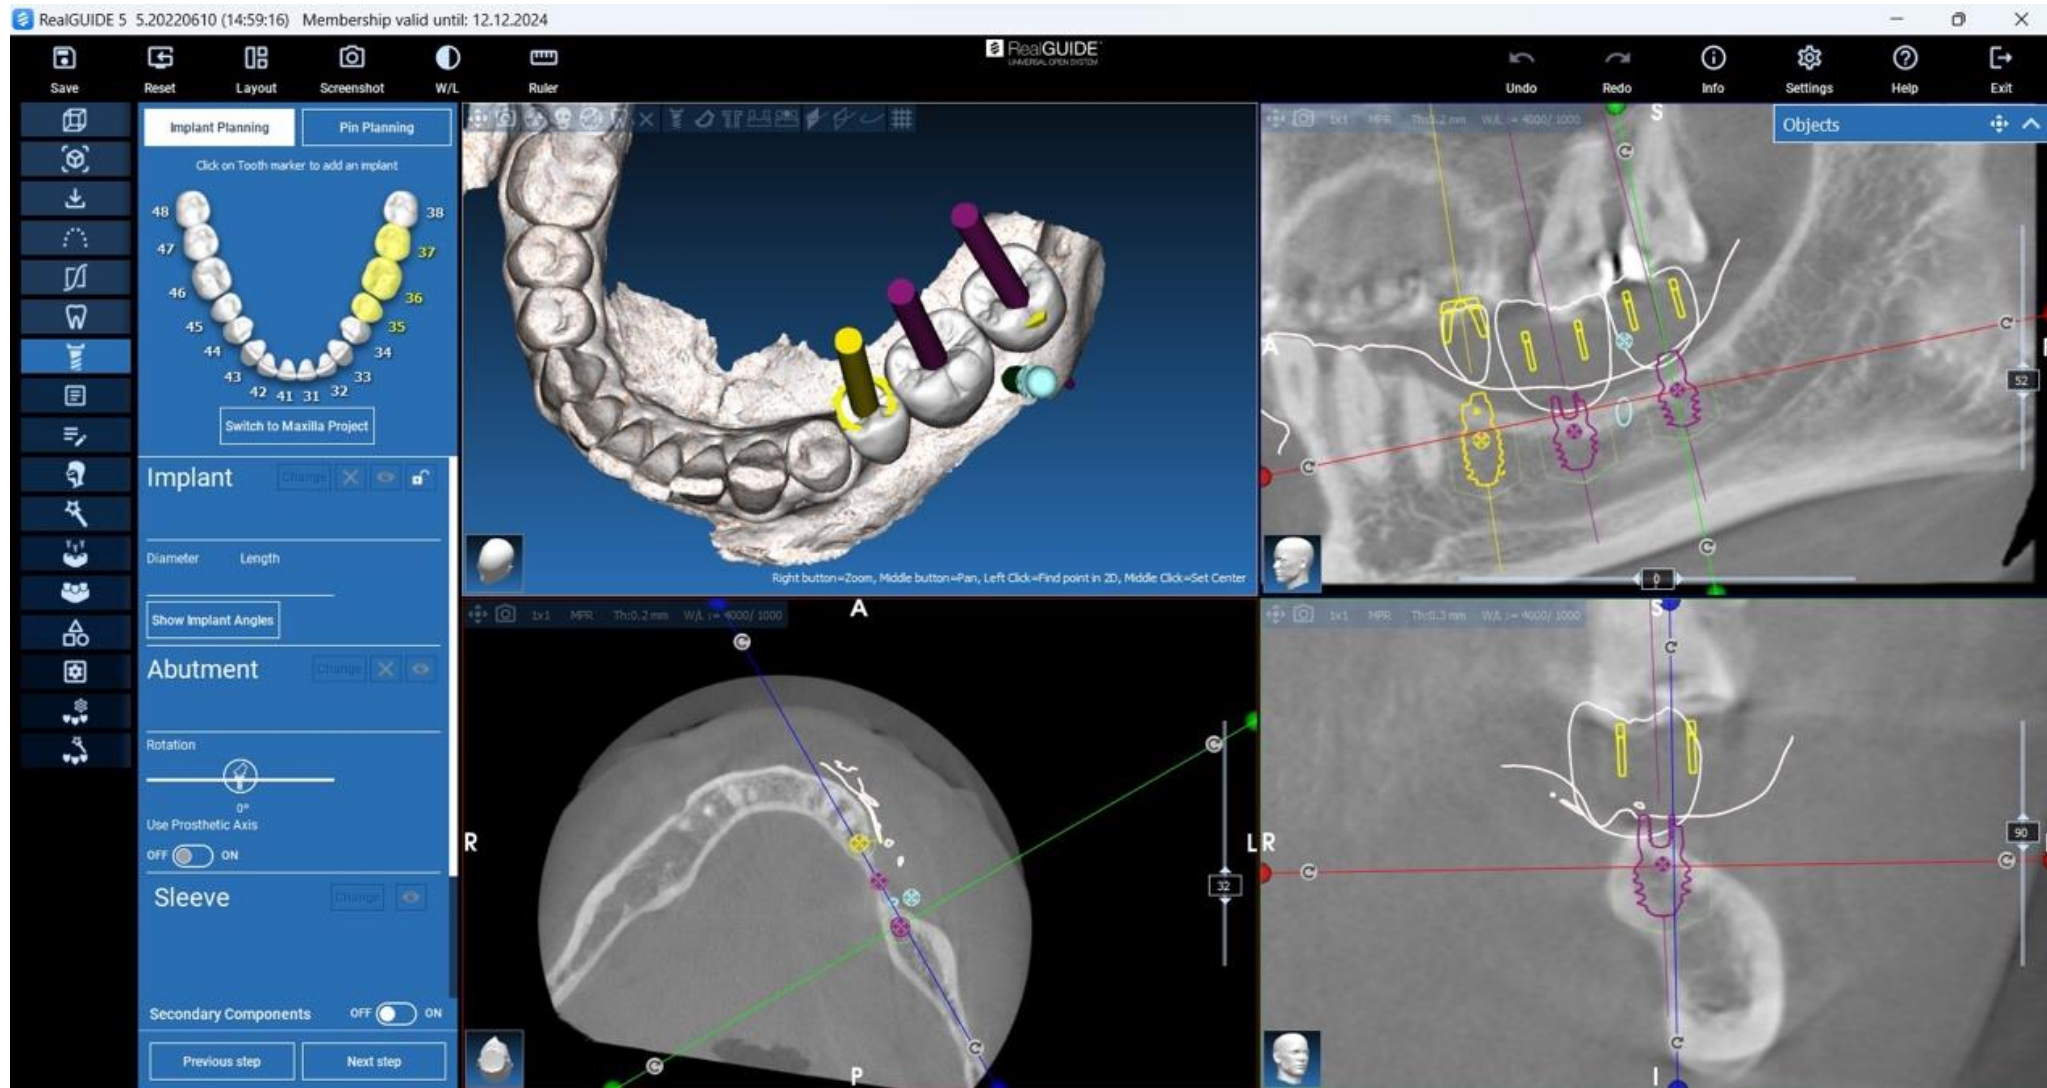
скрин КТ з планування дентальної імплантації та хірургічного шаблону
